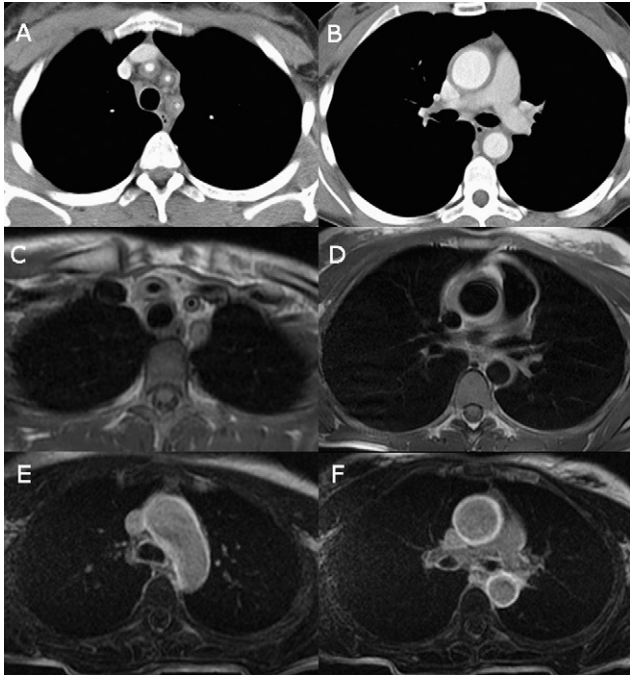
Enfermedad de Takayasu. Cortes axiales de mediastino superior y medio de TAC con contraste (A-B), RM con secuencia doble-IR (C-D) y secuencia de realce tardío (E-F). Se identifica un engrosamiento concéntrico de las paredes vasculares del origen de los troncos supra-aórticos, aorta ascendente y descendente. Las imágenes de realce tardío en RM (E-F) demuestran una intensa captación del cayado y aorta ascendente y descendente, signo de actividad de la enfermedad.
